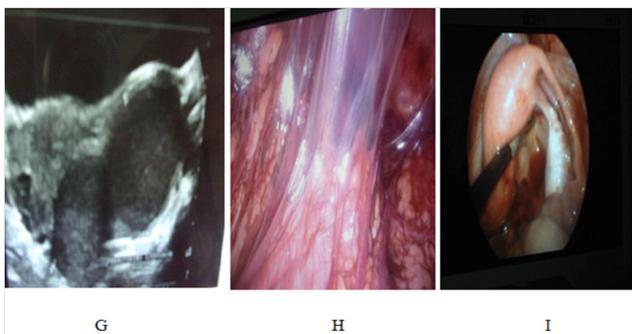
Complicaciones del Síndrome de OHVIRA: Ecografía pelvica: G: hematosalpinx izquierdo. Laparoscopia: H: síndrome adherencial; I: endometriosis pelvica.
